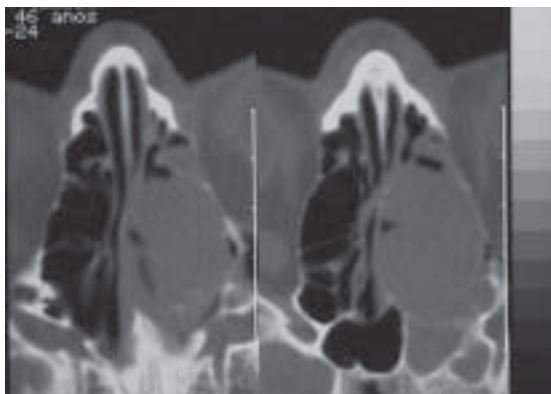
Tomografía computarizada de nariz y senos paranasales en corte axial a nivel de celdillas etmoidales donde se observa lesión ocupativa, ovalada, bien delimitada que no infiltra tejidos adyacentes y provoca ligero efecto de masa.
